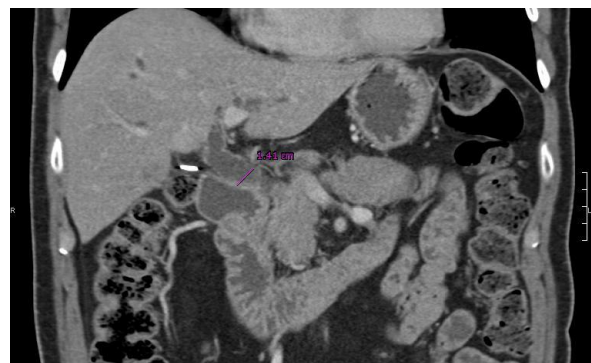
CT-Ansicht in der Koronalebene mit tumoröser Läsion im Bereich des Pankreaskopfes mit prästenotischer Dilatation des DHC bei einem 71-jährigen Patienten mit Cholestase.
